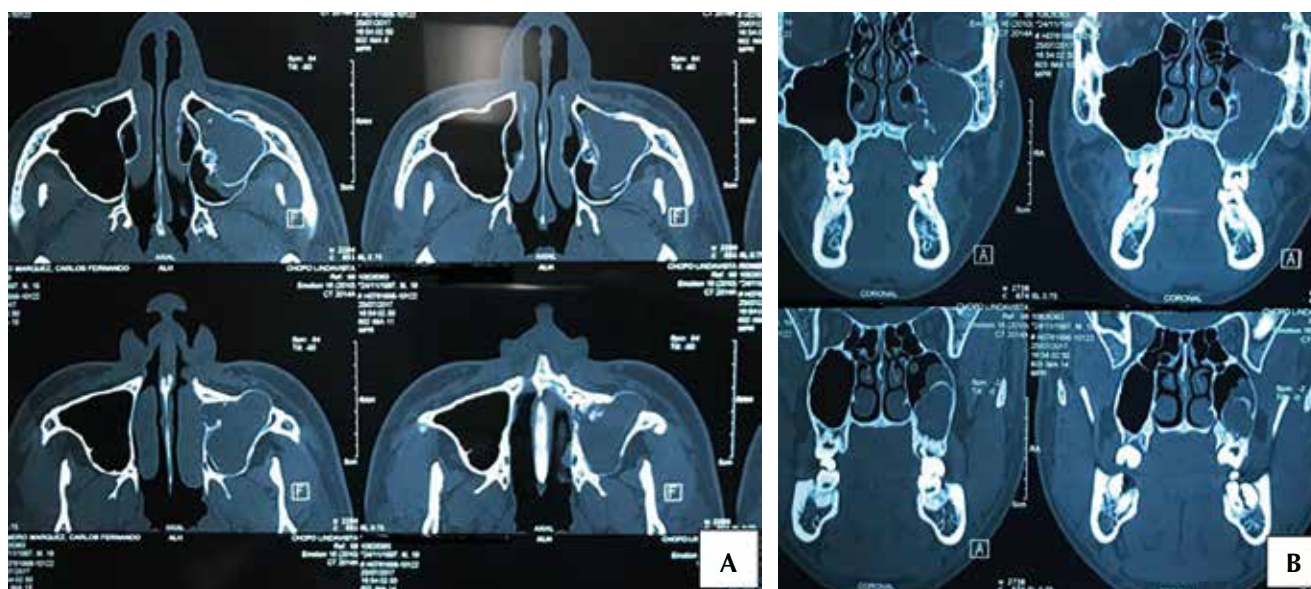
Tomografía computarizada cortes (A) coronales y (B) axiales, donde se observan zonas isodensas con tejidos blandos en el seno maxilar izquierdo con densidades cálcicas en su interior.
